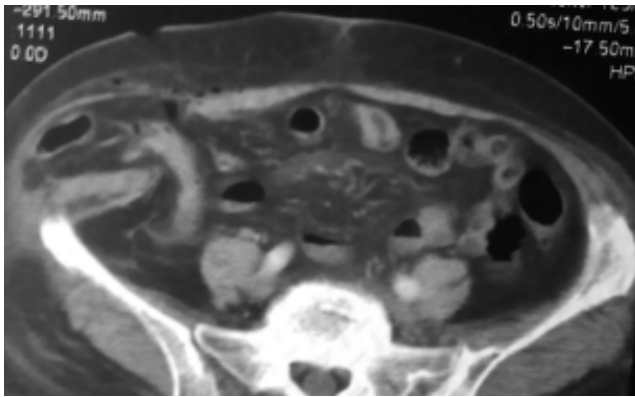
TAC observando hernia intersticial.
